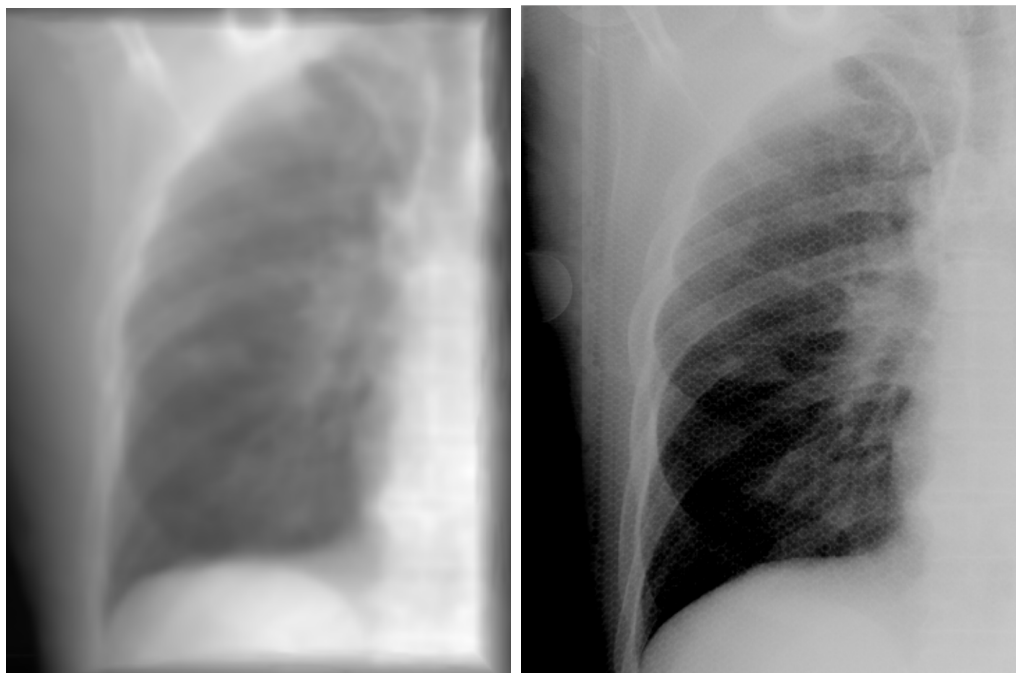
Deux images de projection du même patient depuis le même angle de vue, celle de gauche est une image simulée et celle de droite et une radiographie réelle.
